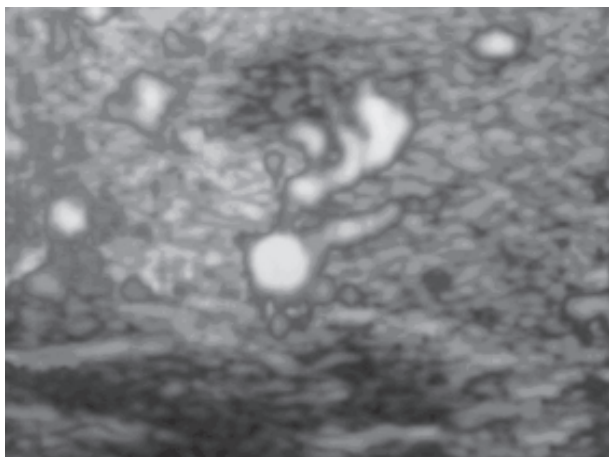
Paciente de 22 años, mujer, micrónodulo, con flujo intranodular en la secuencia vascular Doppler
